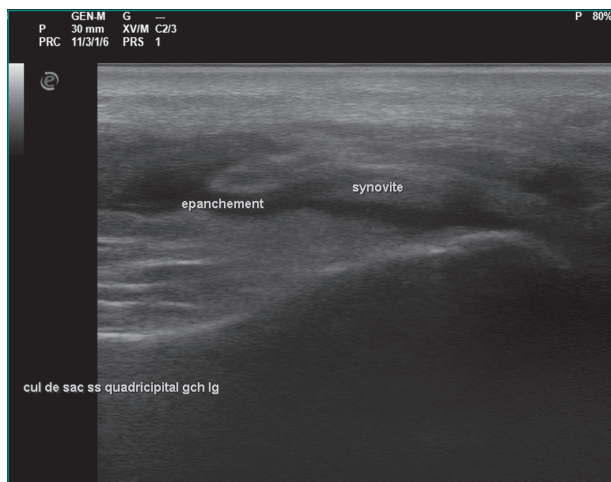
Arthrite septique chez un jeune homme de 36 ans. L'échographie montre une synovite avec épanchement au niveau du genou.
